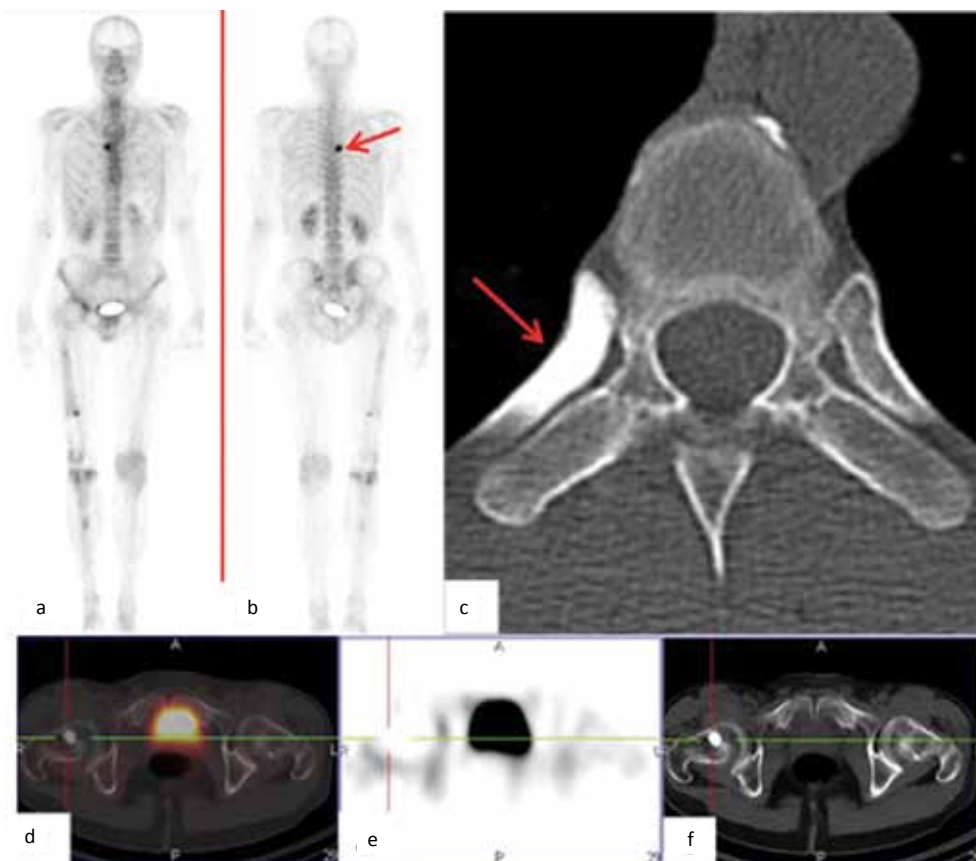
Control check-up on 15.04.2014. On bone scan (a, b) and SPECT/CT of the pelvis (d, e, f) increased accumulation of in the 7th right rib (arrow). In the neck of the right femur, the center of destruction with low radiopharmaceuticals level of accumulation 44 % (977–1096 HU). Positive dynamics. The state of the left ilium without changes. On the axial cuts on CT (c), performed on 24.06.2014 a plastic metastasis in the head of the 7th right rib (arrow). The progression of the underlying disease III
